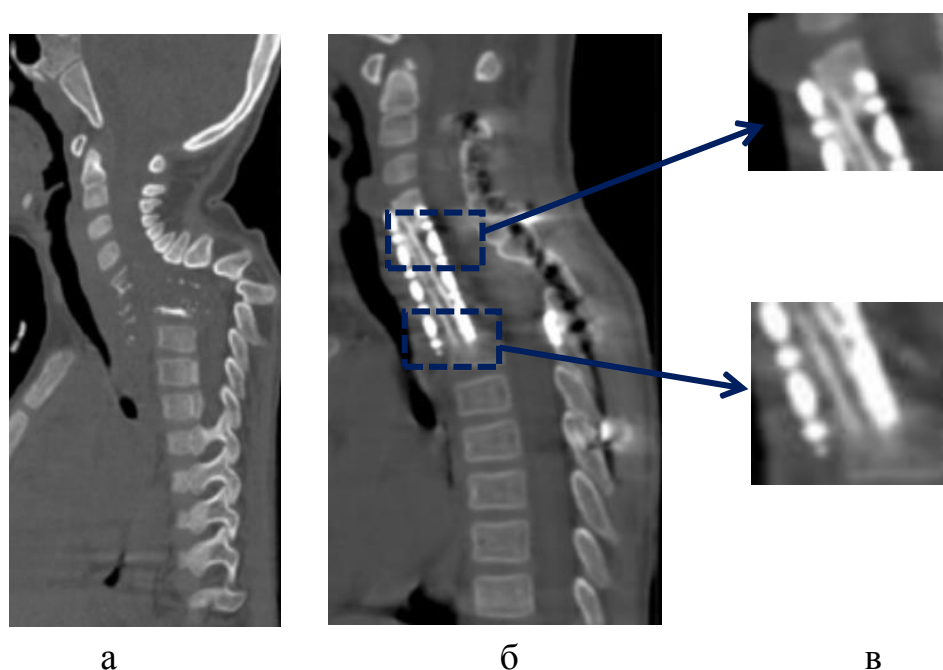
Клинический пример 5: возраст ребенка на момент операции 5 лет. Диагноз: первичный генерализованный туберкулез: первичный туберкулезный комплекс правого легкого, в фазе инфильтрации и распада. ТБ спондилит C5-Th4 (6 ПДС), осложненный эпидуральным и внутригрудными абсцессами. ТБ остит правой таранной кости, осложненный свищем (рис. 22 а). Выполнено этапное хирургическое лечение с передней реконструкцией C4-Th3 комбинированным спондилодезом ТМС + АК (ауторребро). Контрольное КТ спустя 8 месяцев после операции выявило костный блок в зоне переднего спондилодеза, соответствующий 4 из 5 баллов оценочной шкалы, как в краниальном, так и в каудальном блокируемых сегментах (рис. 22 б, в)
